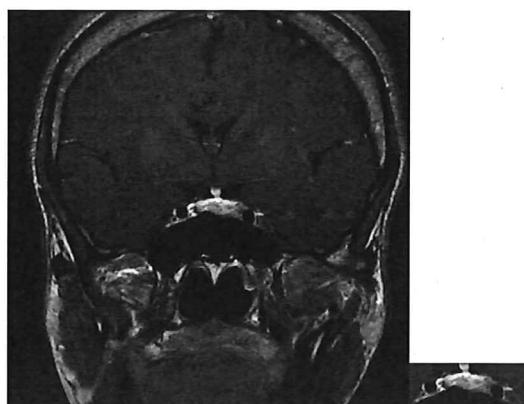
Post-gadolinium T1-weighted image shows enlarged pituitary gland and several nodules decreased contrast effect.
